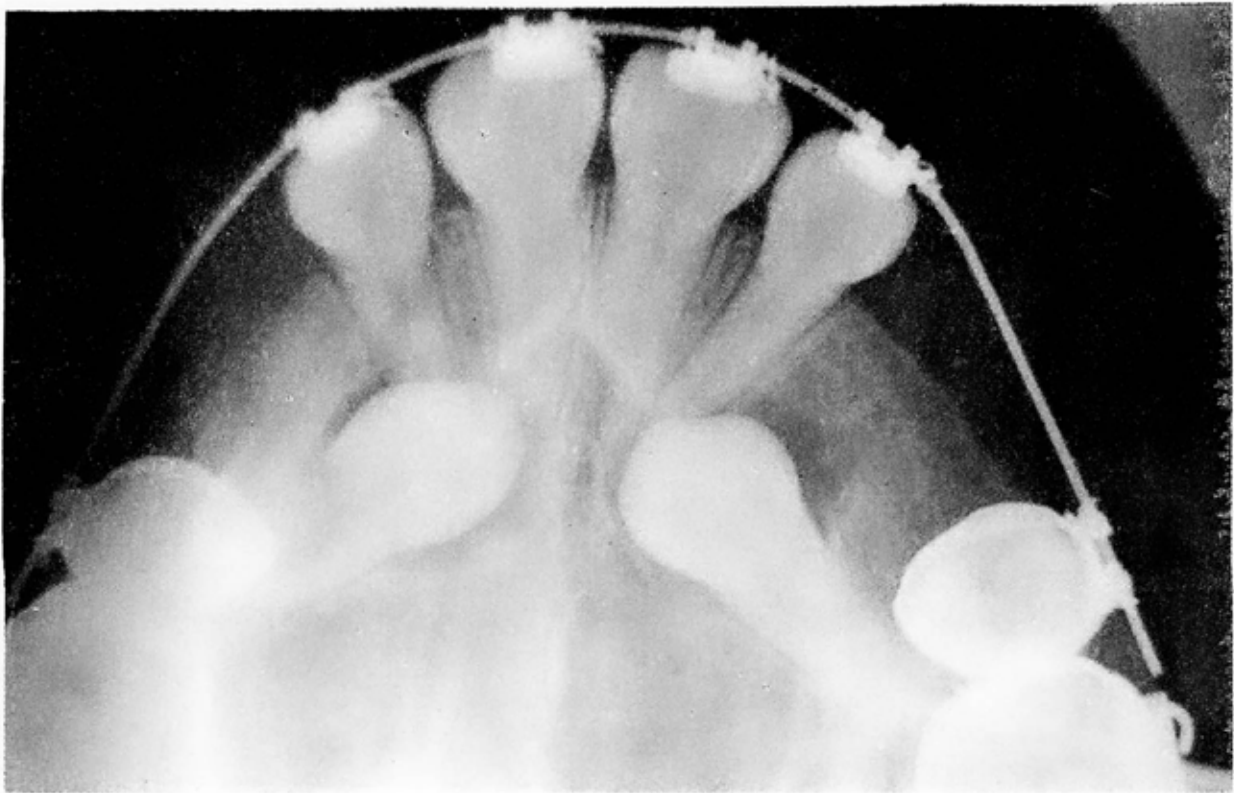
Radiografía oclusal que muestra caninos superiores incluidos.
